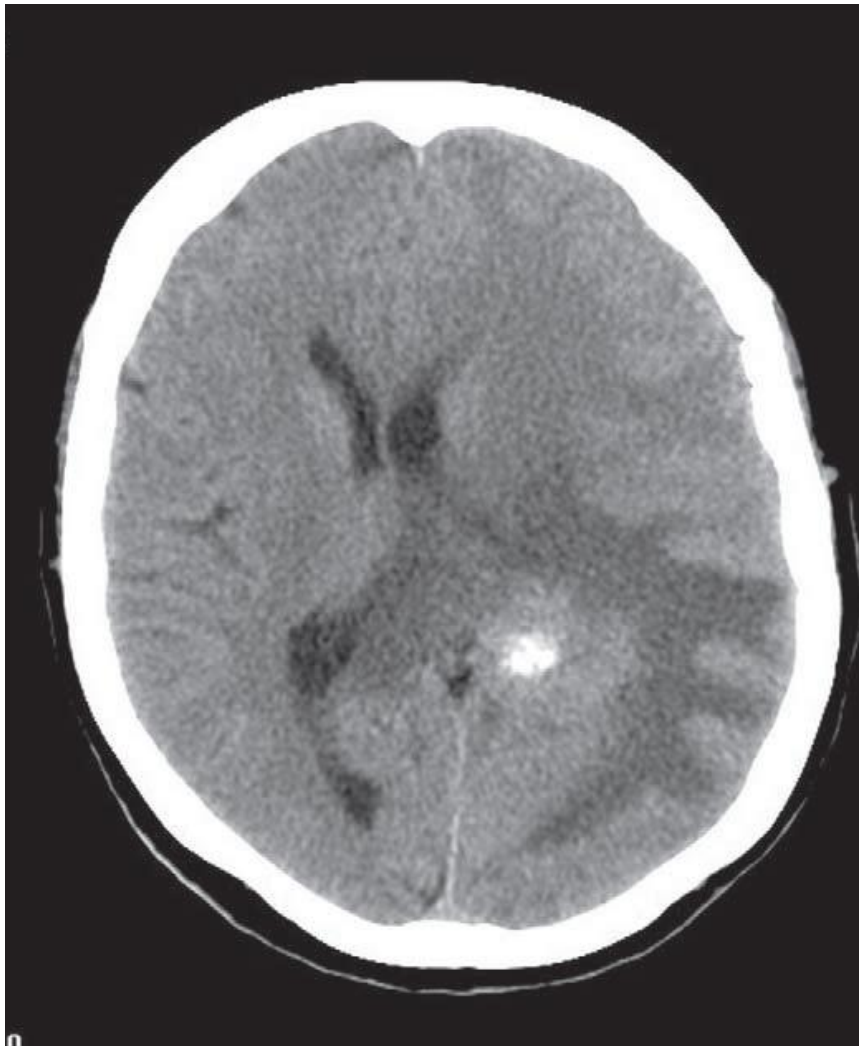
TDM cérébrale sans injection de PDC d'un gliosarcome avec différenciation ostéosarcomateuse, siégeant au niveau du lobe pariétal gauche prenant un aspect isodense avec présence en son sein de densités calciques [42].
